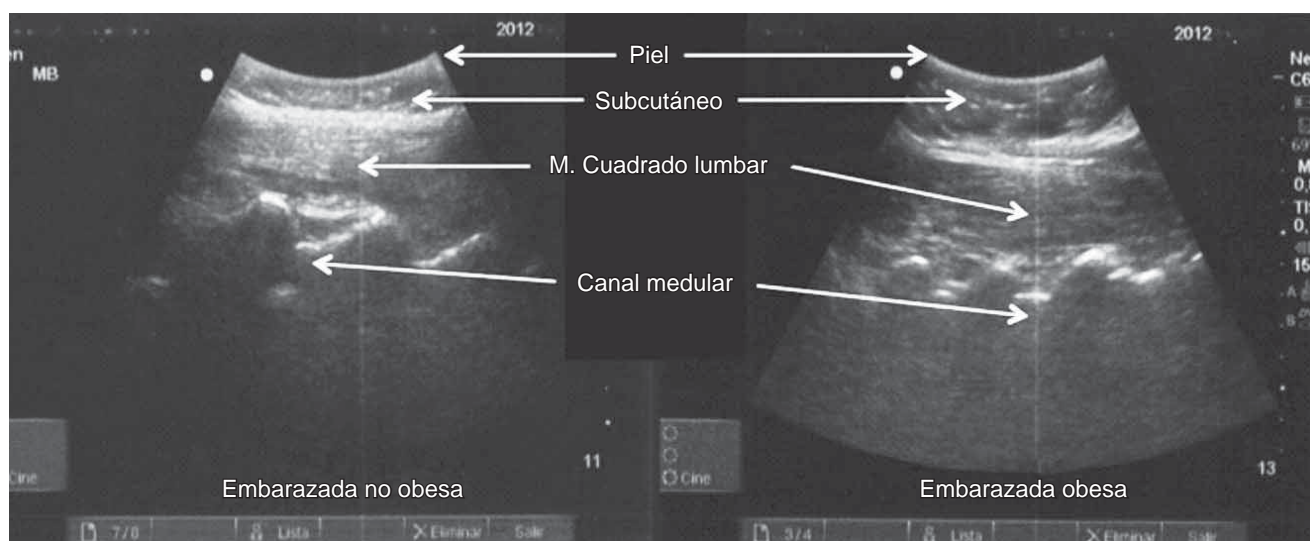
Nótese la disminución de la nitidez y la mayor profundidad de las estructuras en el ultrasonido de la paciente embarazada obesa, en comparación con el ultrasonido realizado a paciente embarazada no obesa. Transductor en posición longitudinal paramedial.
